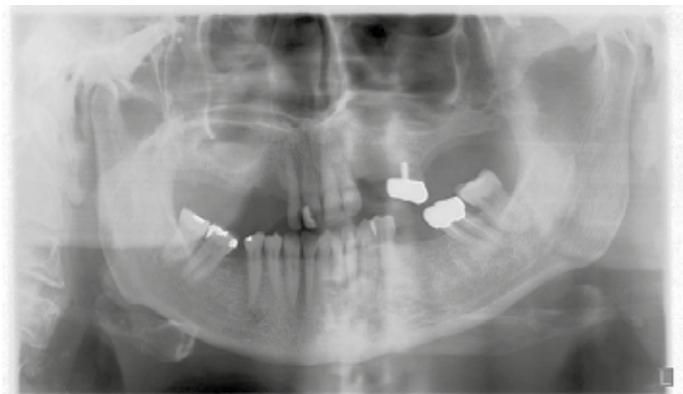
Radiographie panoramique de la situation initiale
